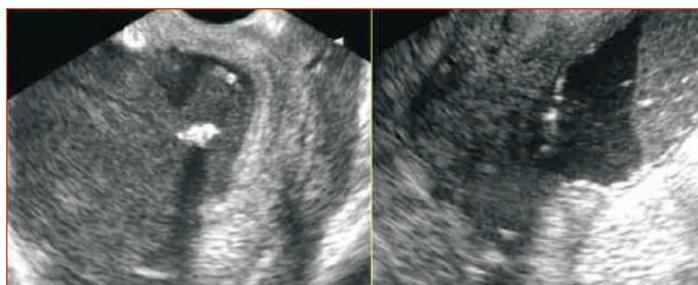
УЗИ пельвиоперитонита (жидкость в дугласовом пространстве)
